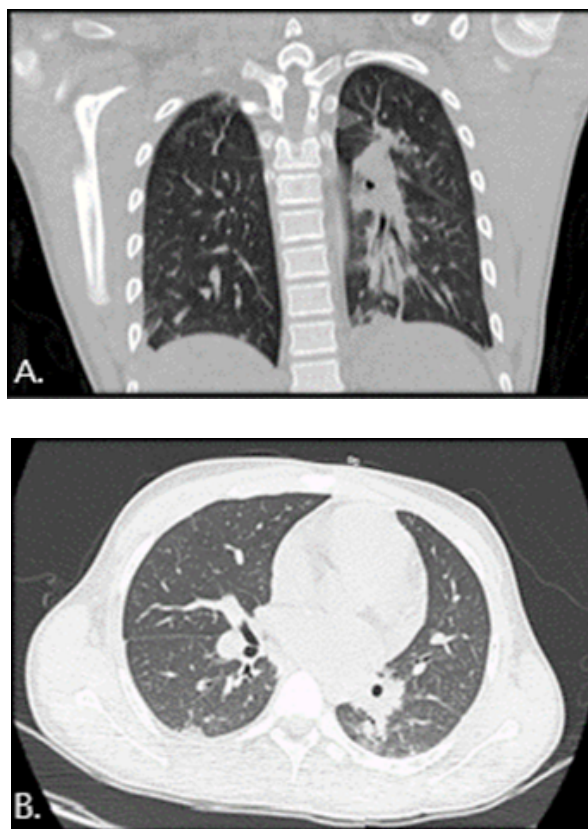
Tomografía computarizada de tórax del caso presentado. (A) Proyección coronal. (B) Proyección transversal. Se observa el compromiso parenquimatoso con componentes parahiliares y periféricos.
